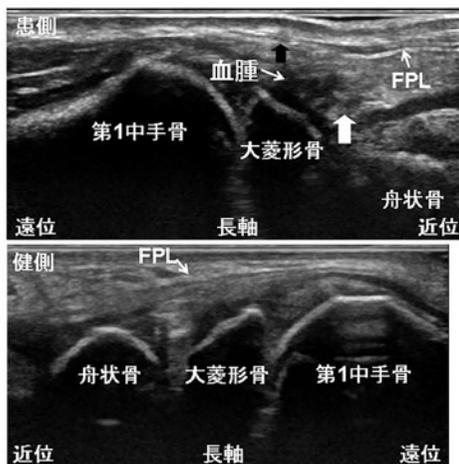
超音波 (⇔: 大菱形骨横側骨片の脱臼方向、
